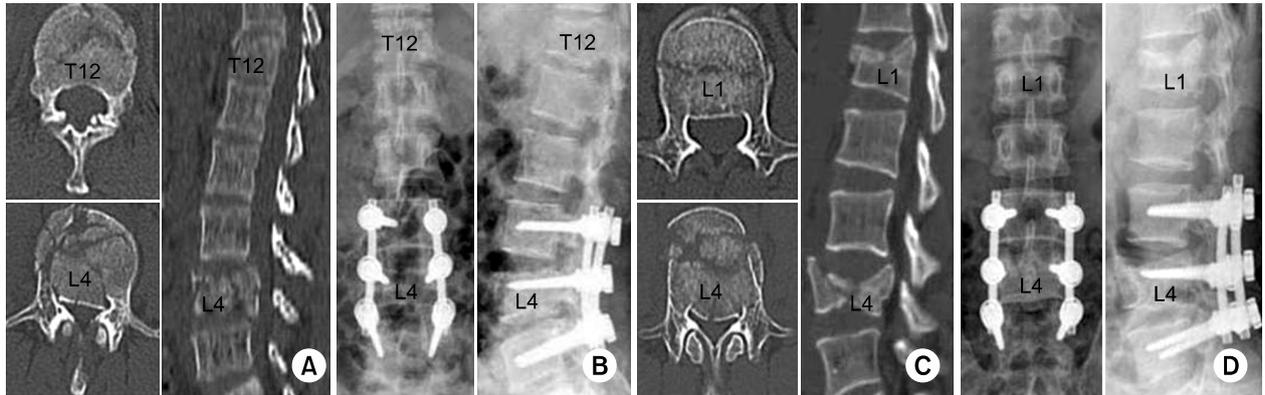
(A) Axial and sagittal CT images shows T12 and L4 vertebral body fractures of 38-years old female who fell from a 6 m height. (B) Postoperative T-L spine X-ray shows short segmental fixation of L3-5 without bone graft. (C) Axial and sagittal CT images shows L1 and L4 vertebral body fractures of 39-years old female who fell from a 3m height. (D) Postoperative T-L spine X-ray shows short segmental fixation of L3-5 without bone graft.
